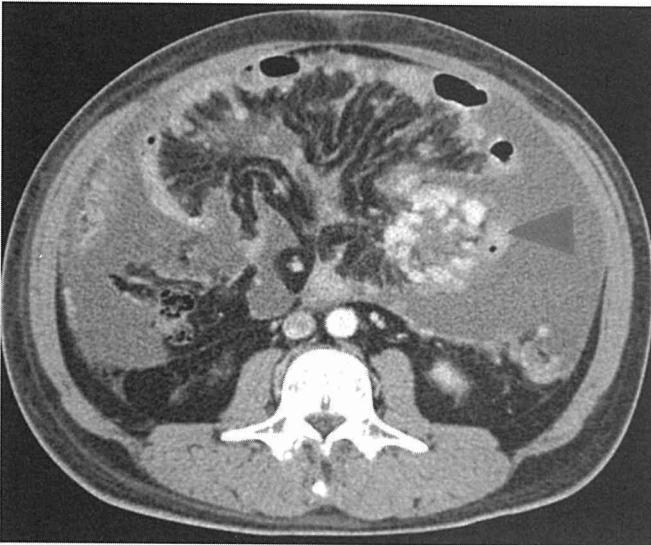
腹部造影CT 造影効果を伴う結節状腫瘍を認める
